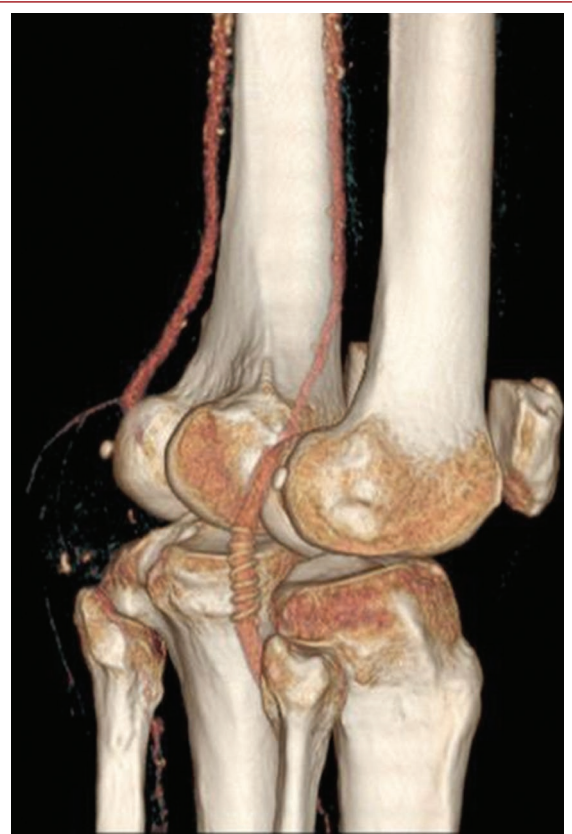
3D reconstruction of contrast-enhanced CT demonstrating an aneurysmal sac in the left popliteal artery, as well as PTFE graft bypass in the contra-lateral limb. CT: computed tomography; PTFE: polytetrafluoroethylene.
